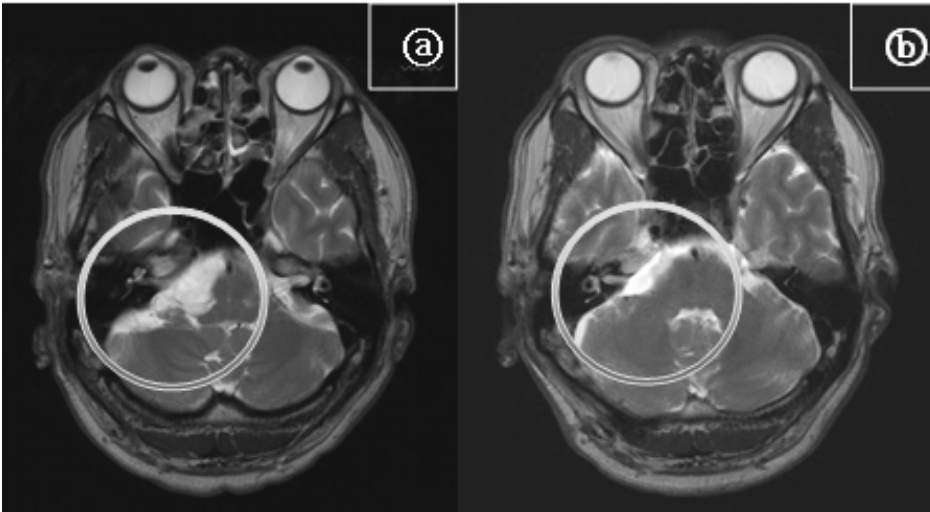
Pre and Post operation MRI. ㉑ Before tumor remove. ㉒ After tumor remove.
